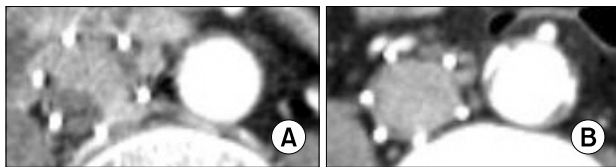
CT images of 47-year-old male suffering from acute deep vein thrombosis with pulmonary embolism. (A) Thrombus was trapped inside Optease IVC filter (2 weeks after insertion). (B) Thrombus disappeared inside Optease IVC filter (6 months after insertion).
